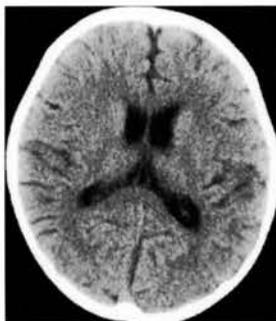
CT (第29病日)：全体に軽度の脳萎縮が認められる。
